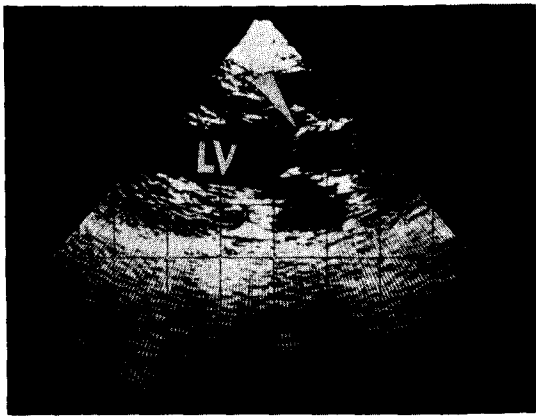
2-D Echocardiographic finding in case III showing discrete stenosis of LVOT (arrow) ca 2cm beneath aortic cusp
